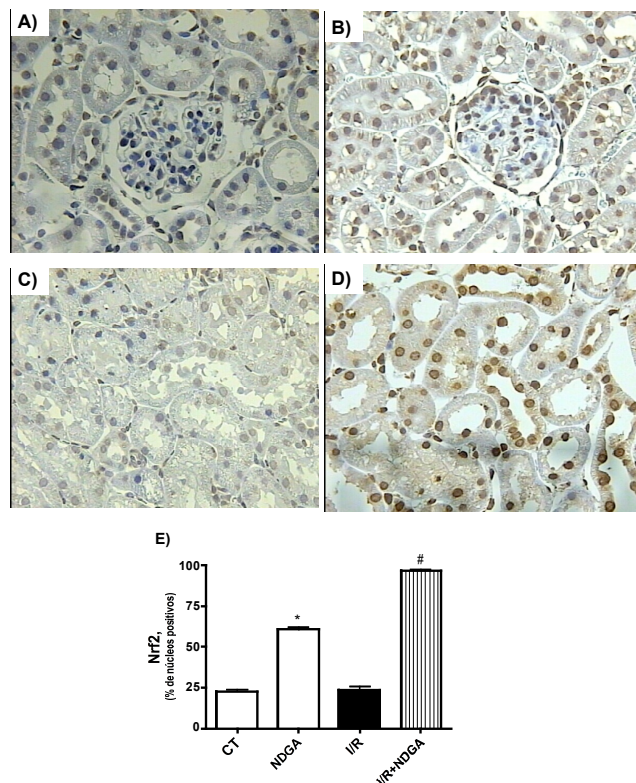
Migración de Nrf2 del citoplasma al núcleo de los grupos (A) CT, (B) NDGA, (C) I/R y (D) I/R+NDGA. Cuantificación densitométrica de la inmunotinción (E). Los valores son promedios±EEM, n=3. * $p < 0.001$ vs CT, # $p < 0.001$ vs NDGA; las imágenes tienen un aumento de 40X.
